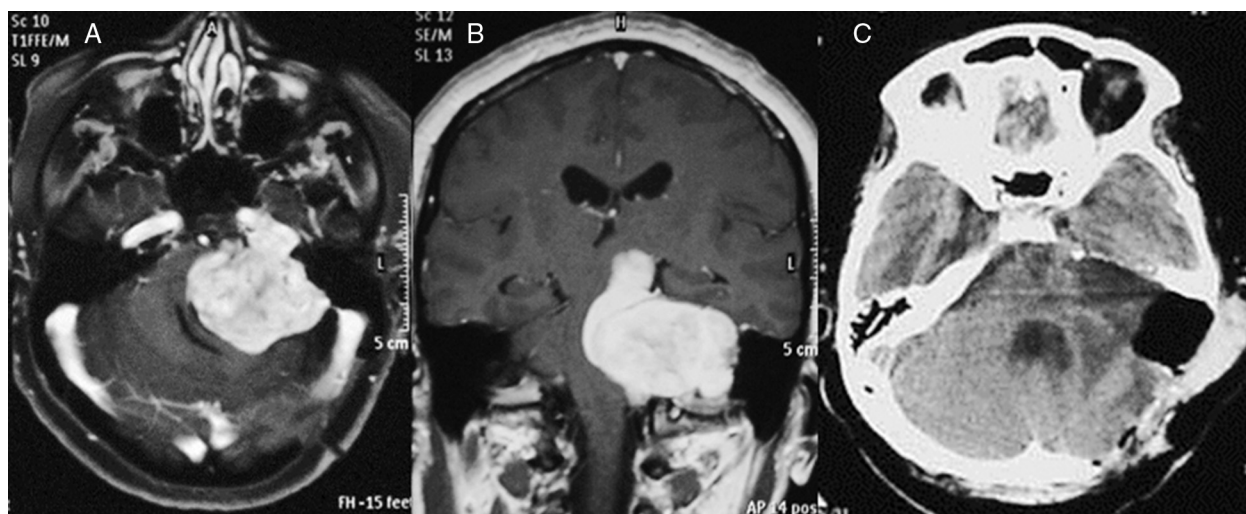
Schwannoma vestibular izquierdo gigante operado. A y B. RM preoperatoria (T1 con gadolinio). SV gigante que desplaza el tronco encefálico y comprime el IV ventrículo. Observe el clásico signo del «cono de helado». C. TC postoperatoria.
